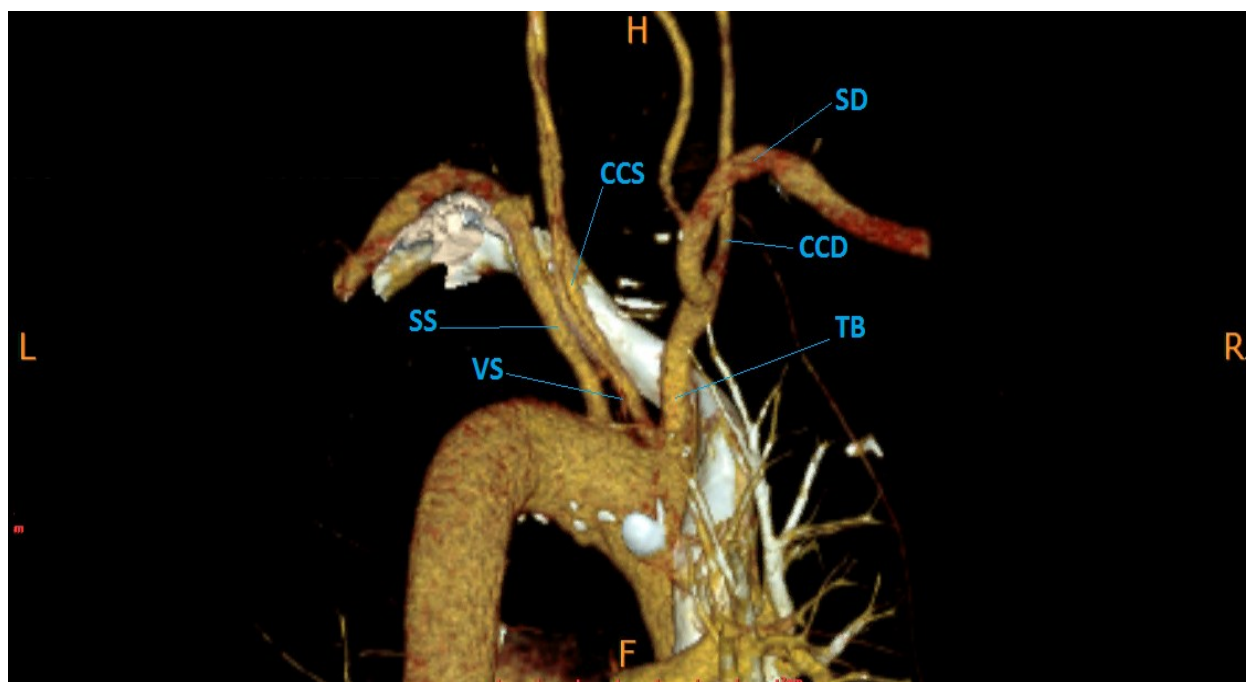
Отхождение четырех ветвей от дуги аорты: TB, CCS, aberrантной VS и SS (Снимок КТ ангиограммы 68-летнего мужчины, вид сзади)
